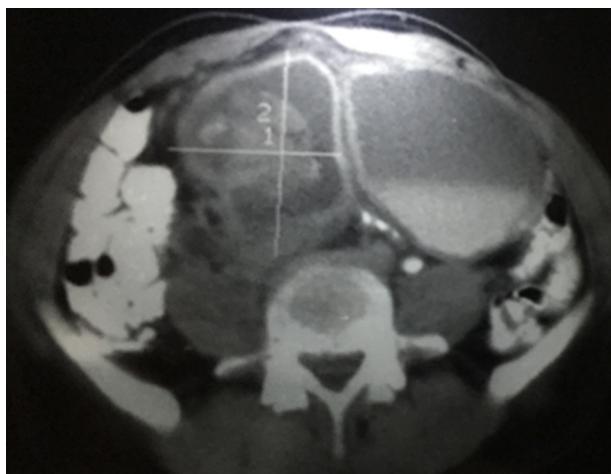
Tomografía con doble contraste, donde se observa lesión tumoral en hueco pélvico.
